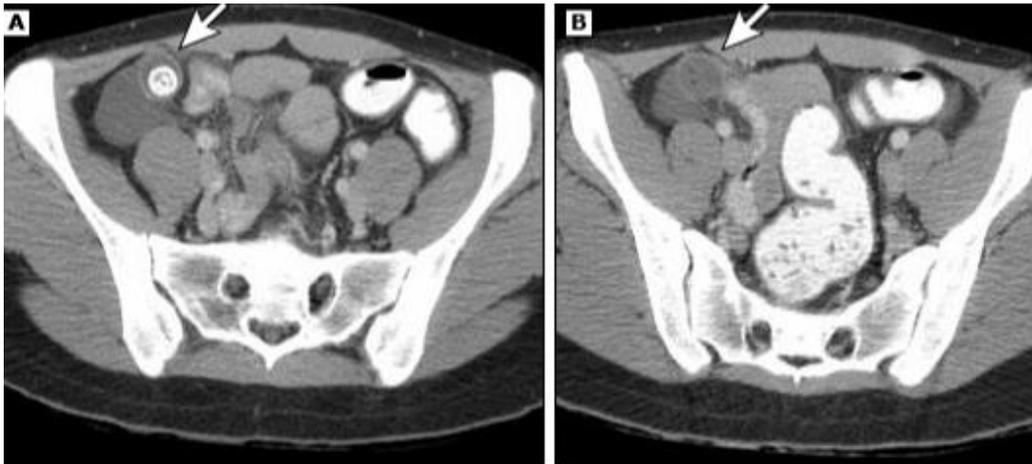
Apendicitis aguda. Las imágenes de la pelvis (A y B) de una tomografía con contraste intravenoso y oral muestran un apéndice engrosado (flecha) que contiene un apendicolito y líquido circundante que indica inflamación (30).
